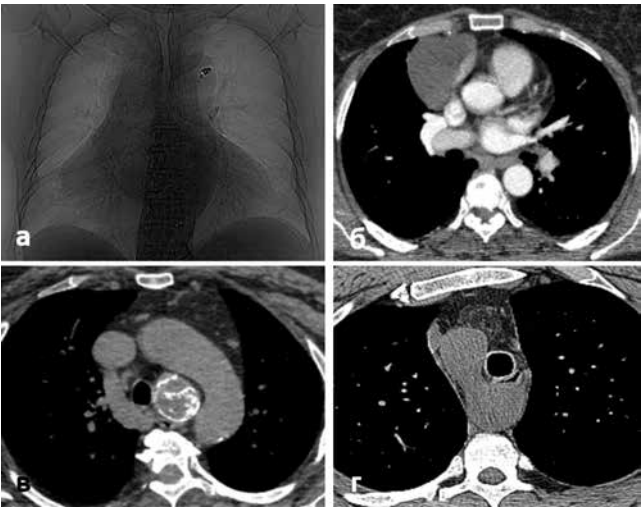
Данные МСКТ ОГК некоторых больных с врожденными пороками и аномалиями развития в средостении: а – кардиомегалия; б – целомилическая киста перикарда; в – эктопия щитовидной железы в средостение; г – праволезащая дуга аорты
